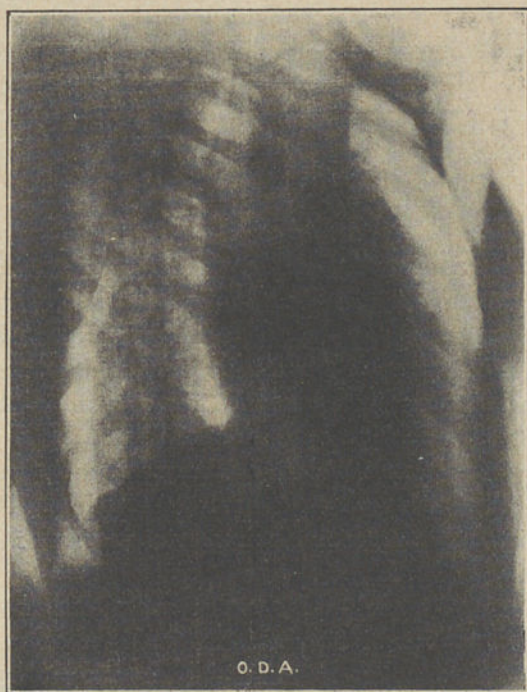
Teleradiografia em O D A para exame da aurícula direita
